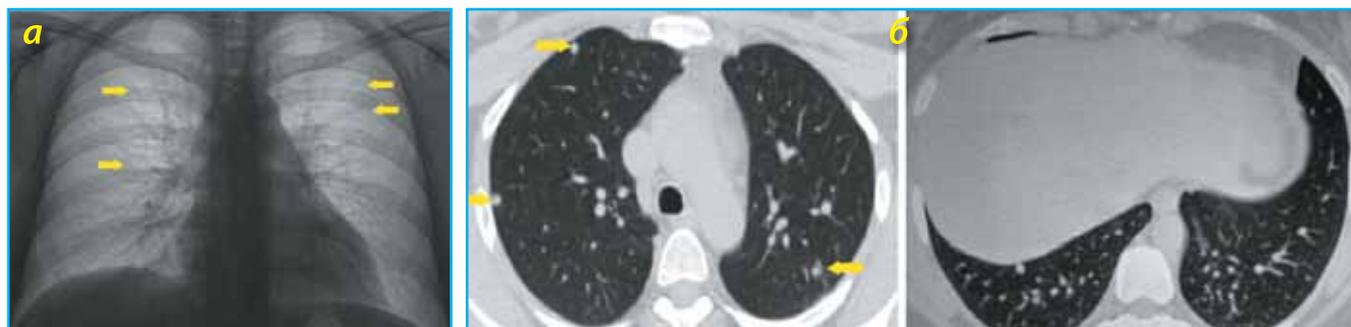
Рентгенологическая картина при выявлении заболевания у пациентки С.:
